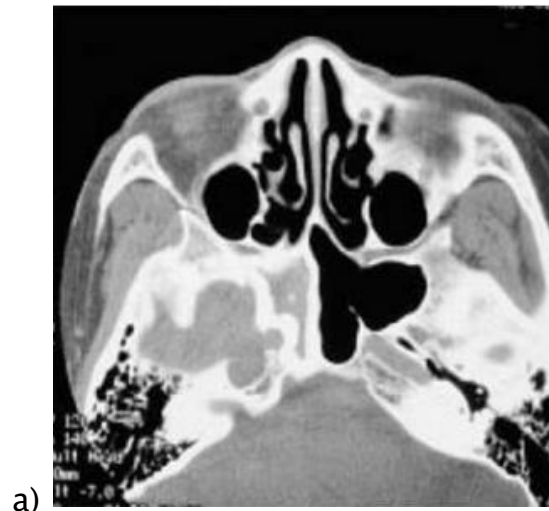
TDM sinus C- coupe axiale en préopératoire (a), image endoscopique montrant une large sphénoïdotomie (flèche bleue) en per opératoire (b) et TDM sinus C- coupe axiale en post opératoire(c) de la balle fongique ou mycétome.
